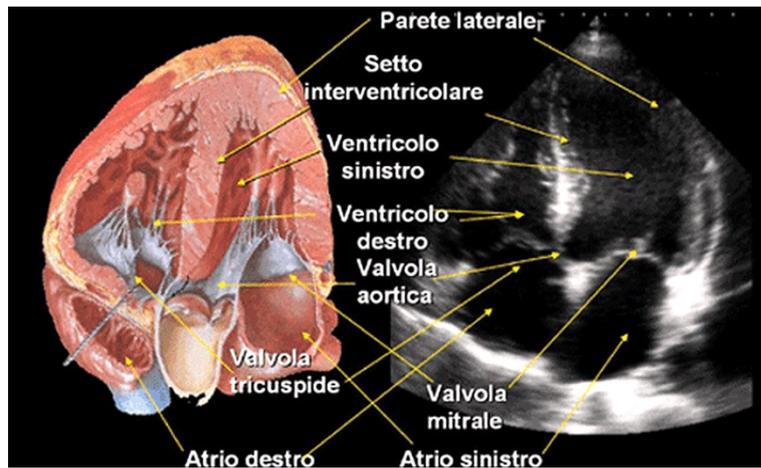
Ecocardiografia cardiaca
